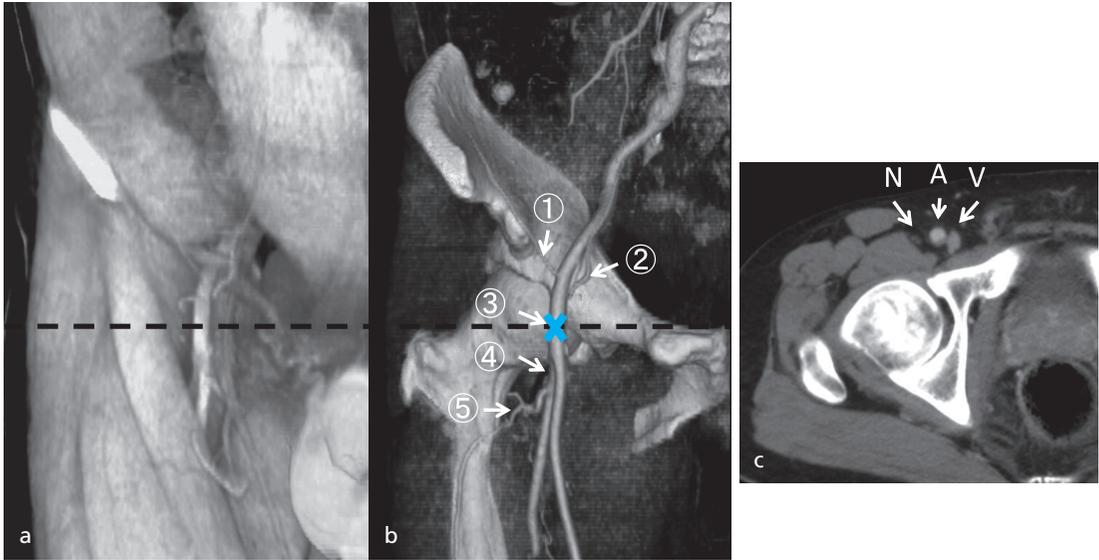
3D-CT volume rendering 画像からみた右大腿動脈周辺の解剖
